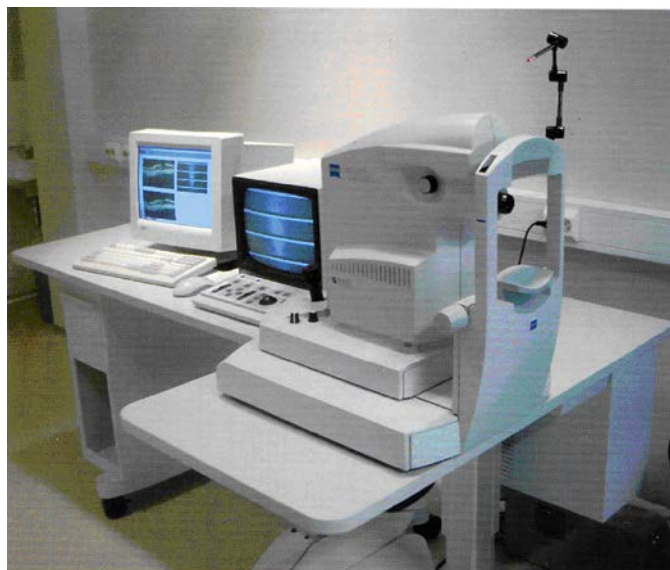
Офтальмологический оптический когерентный томограф ОКТ-2000
